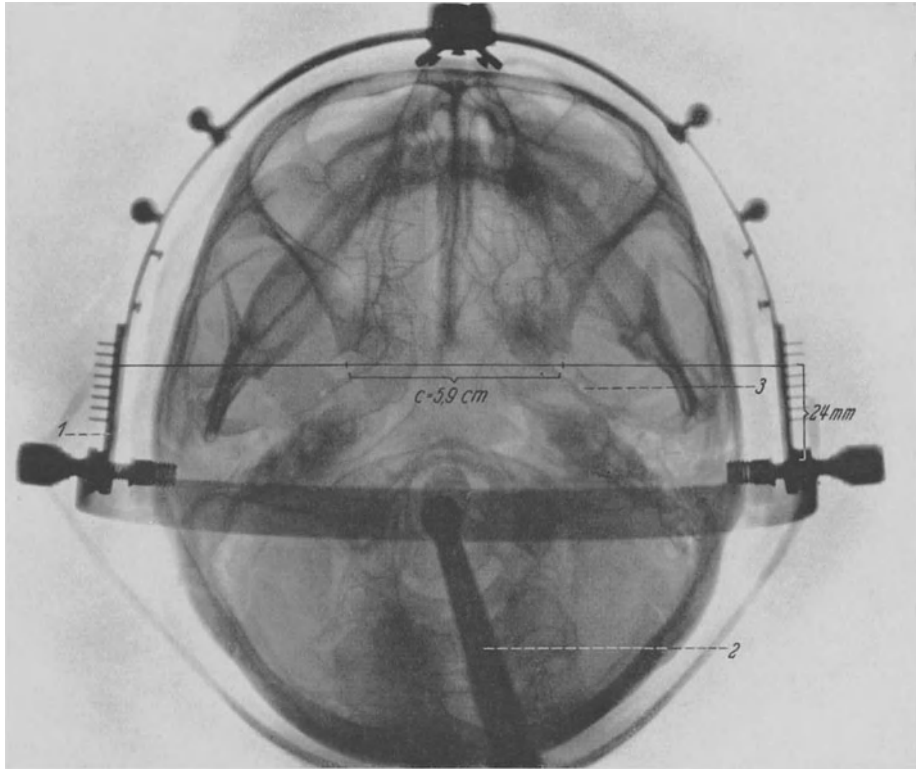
Schädelbasisaufnahme mit Einstellbügel. 1 Einstellbügel mit den 8 Metallstiften, die auf einer Strecke von 11,5—29 mm in Abständen von 2,5 mm vor dem äußeren Gehörgang angeordnet sind. 2 Richtungstab zum Einstellen des Zentralstrahls der Röntgenröhre. 3 Foramen spinosum. Die Verbindungslinie beider Foramina ovalia trifft auf den 24 mm vor dem äußeren Gehörgang liegenden Stift des Einstellbügels. c Abstand beider Foramina ovalia (5,9 cm).
